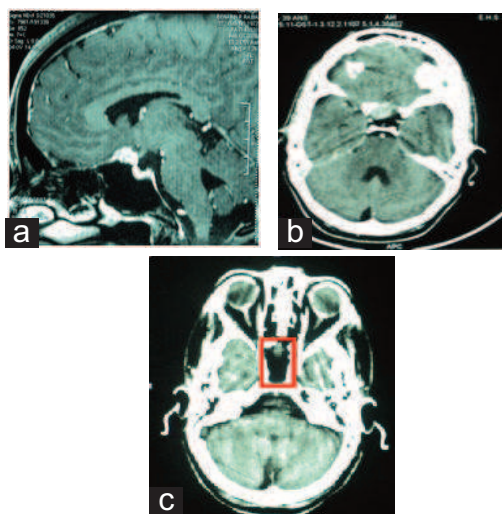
IRM en coupe sagittale (a) et TDM en coupes axiales préopératoires (b) montrant un petit méningiome du tubercule et TDM postopératoire (c) montrant l'exérèse, effectuée par voie transplanum, qui est totale et les limites de la résection osseuse au niveau de la base du crâne (rectangle en rouge).
